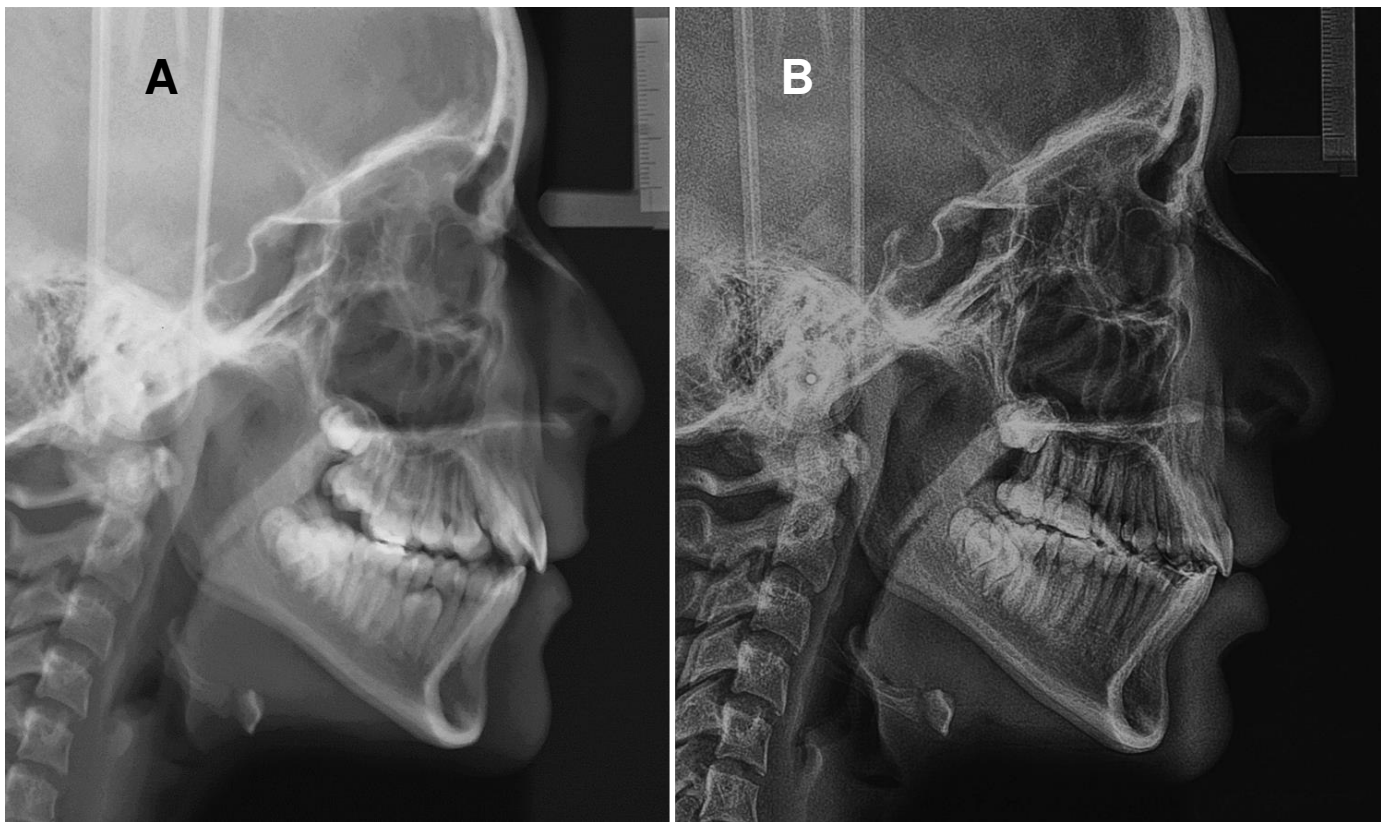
Radiografía cefalométrica inicial y final. En la radiografía cefalométrica. A: Radiografía cefalométrica lateral inicial, B: Radiografía cefalométrica lateral final.
